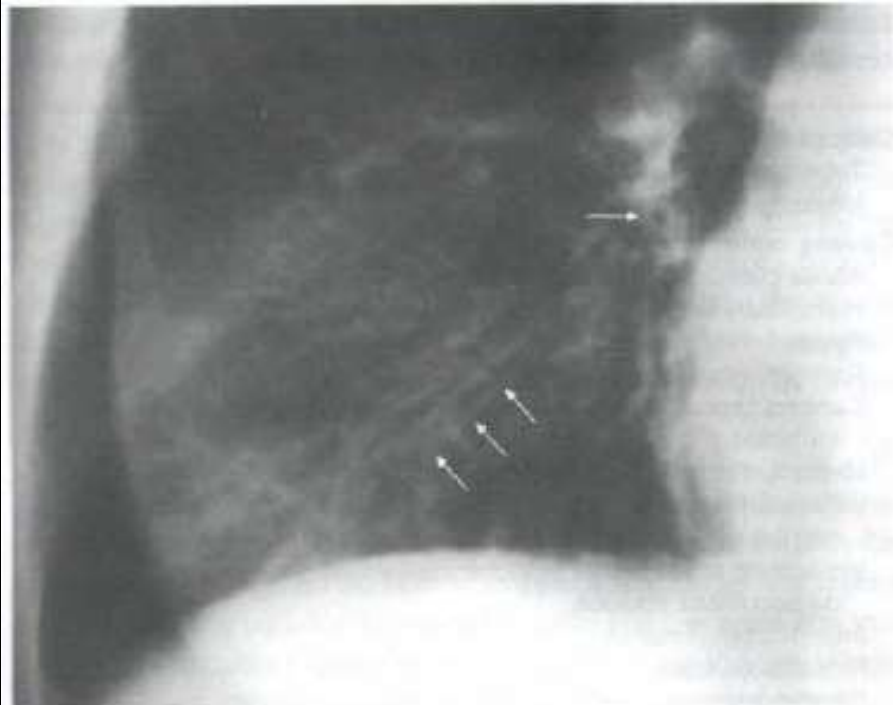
Asthme. Radiographie de face avec agrandissement sur la base droite. Image en anneau (flèche) et clartés tubulées par épaississement pariétal bronchique (flèches).
